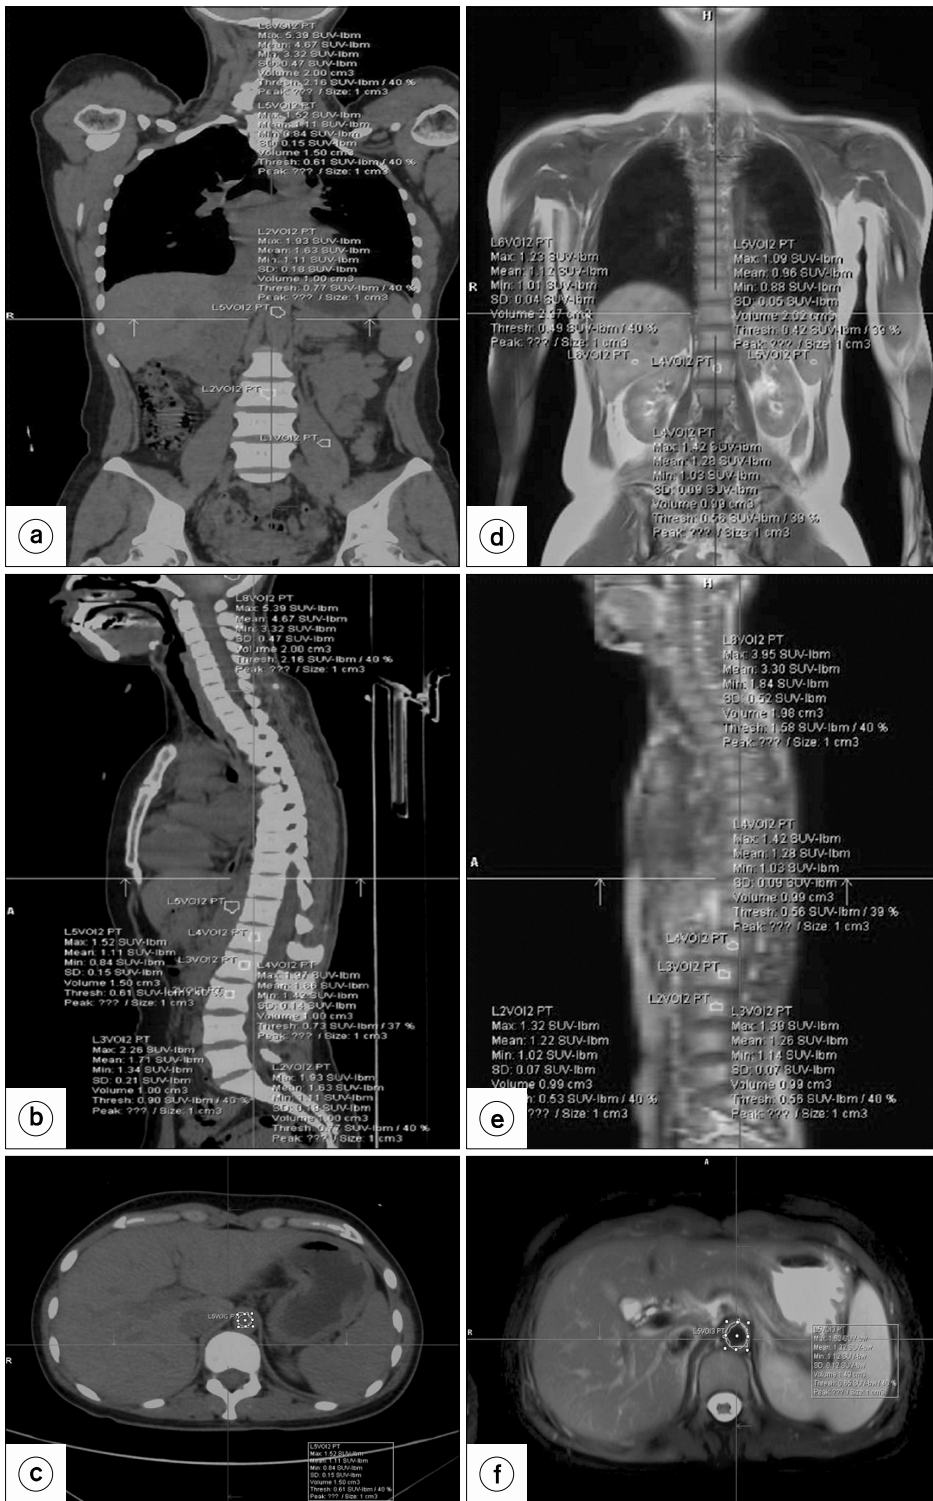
(a~c) SUVs measurements confirm anatomical location in the PET/CT coronal, sagittal, and transverse images, (d~f) SUVs measurements confirm anatomical location in the PET/MRI coronal, sagittal, and transverse images.
